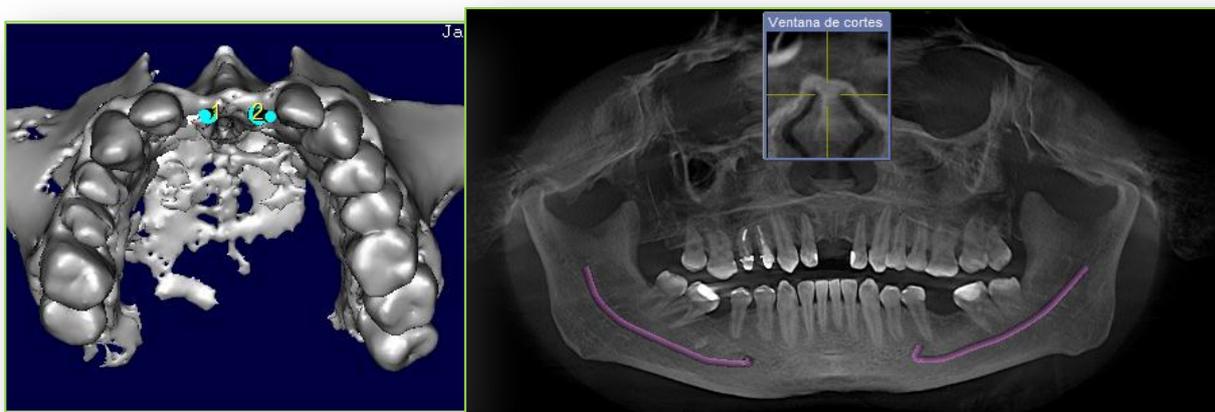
Tomografía Axial Computarizada del paciente y Ortopantografía.
